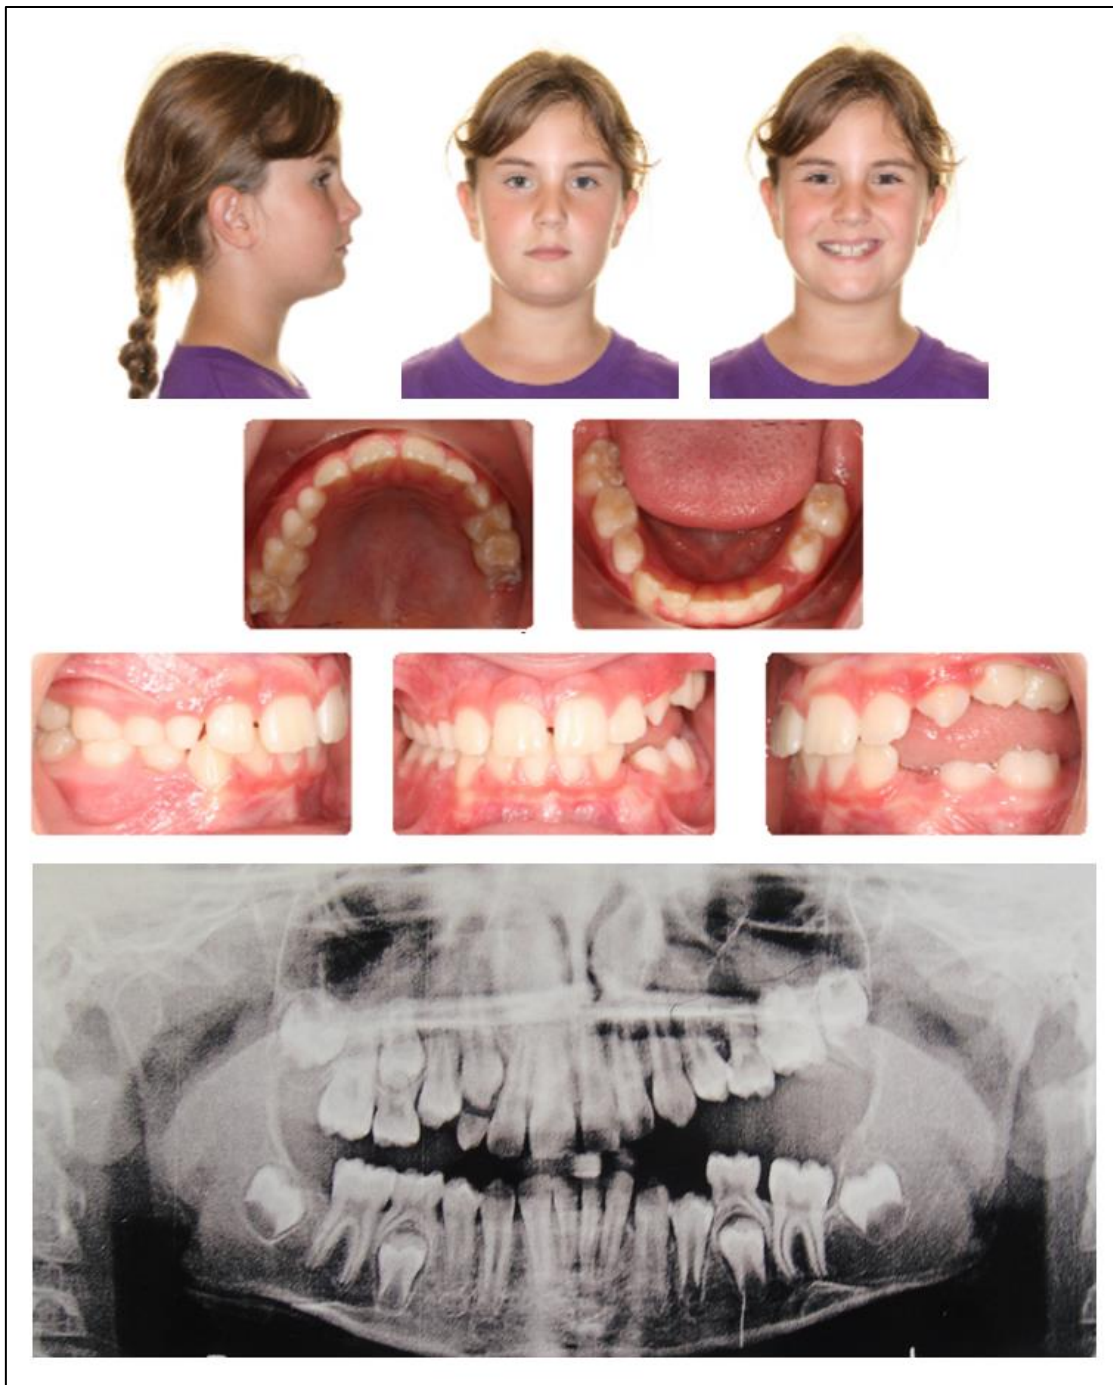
Pretreatment photographs and panoramic radiograph showing the PFE at the left side.
